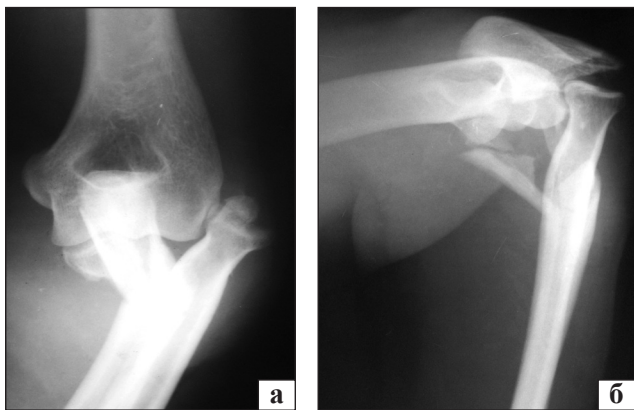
Рентгенограммы локтевого сустава в прямой (а) и боковой (б) проекциях после травмы
